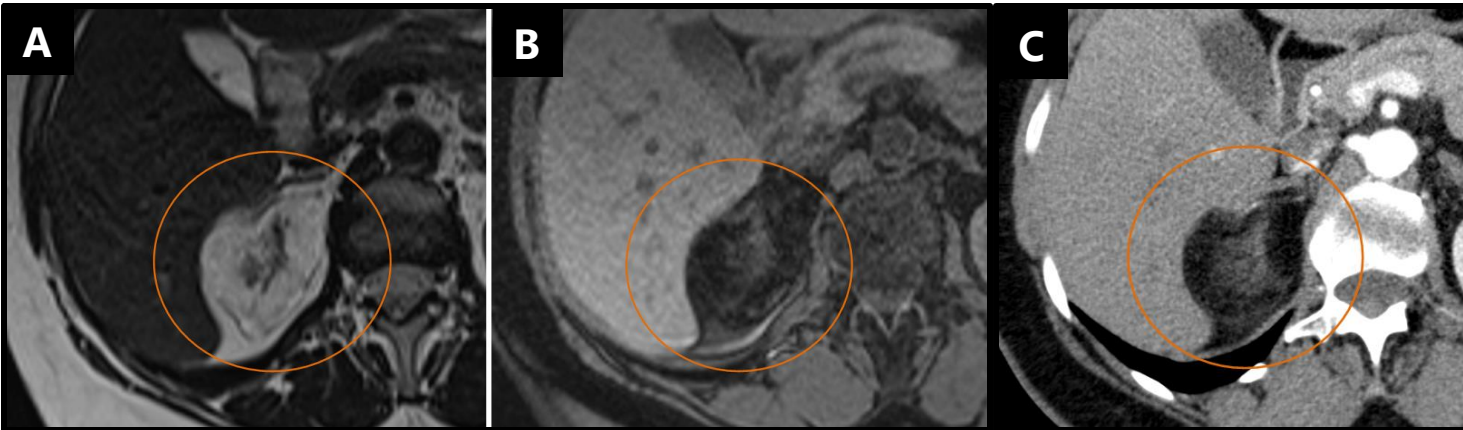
RM y TC de mielolipoma suprarrenal derecho. T2 axial (A), T1-FS axial (B) y TC corte axial en fase arterial (C): lesión suprarrenal derecha de composición predominantemente graso (macroscópico).
